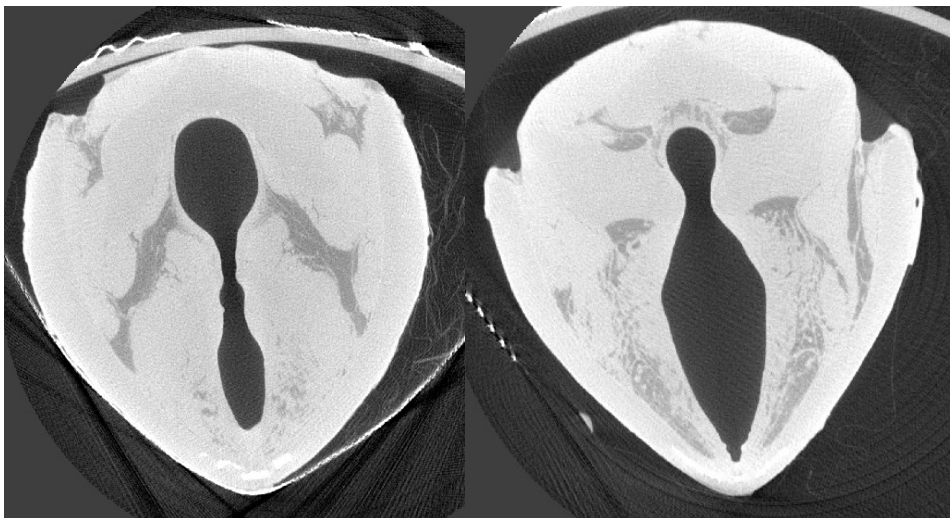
Mikro-CT des Schweinelarynx in horizontaler Ebene (0,9 % I₂KI + 4 % NBF)
